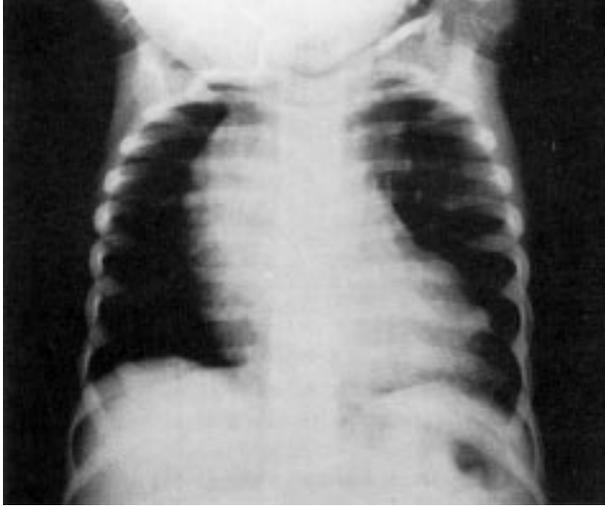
Radiografia do tórax pré-operatória.
